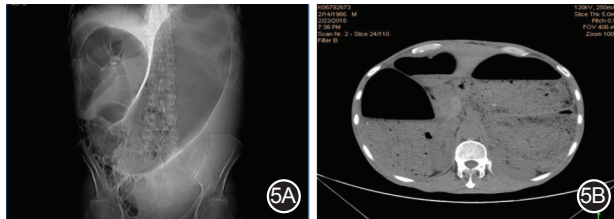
一例直肠癌放疗后导致的医源性巨结肠CT影像(作者团队供图) 5A.整体观;5B.横断面
